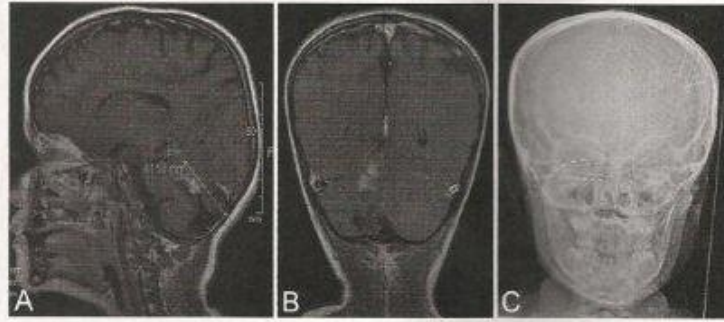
Case 2. Sagittal (A) and coronal (B) T1-weighted Gd-enhanced images demonstrating residual partially enhancing tumor within the right cerebellar hemisphere and extending to the tentorial incisura. A postoperative anteroposterior skull x-ray (C) was obtained following Stage I surgery, demonstrating 2 depth electrodes in place, a 6-contact depth electrode at the superior aspect of the tumor, and a 4-contact depth electrode at the inferior aspect of the tumor.
